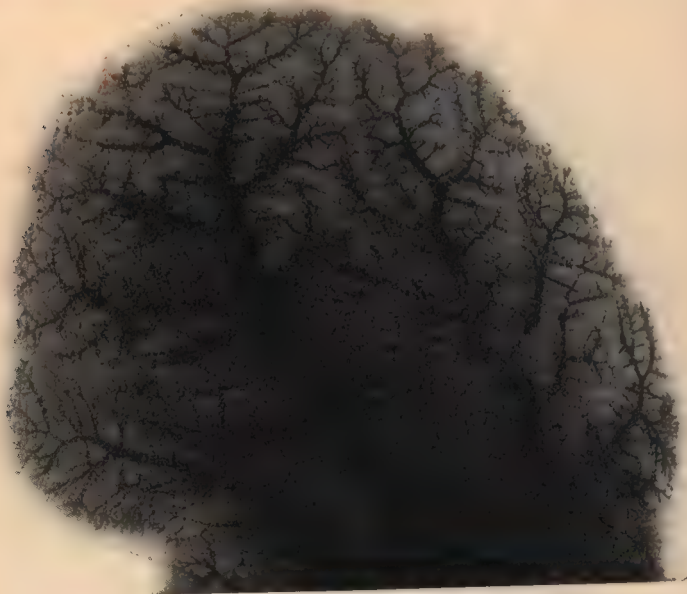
Mode de distribution de la veine porte dans le foie d'un agneau. Injection au vermillon; d'après une radiographie de Marie.
